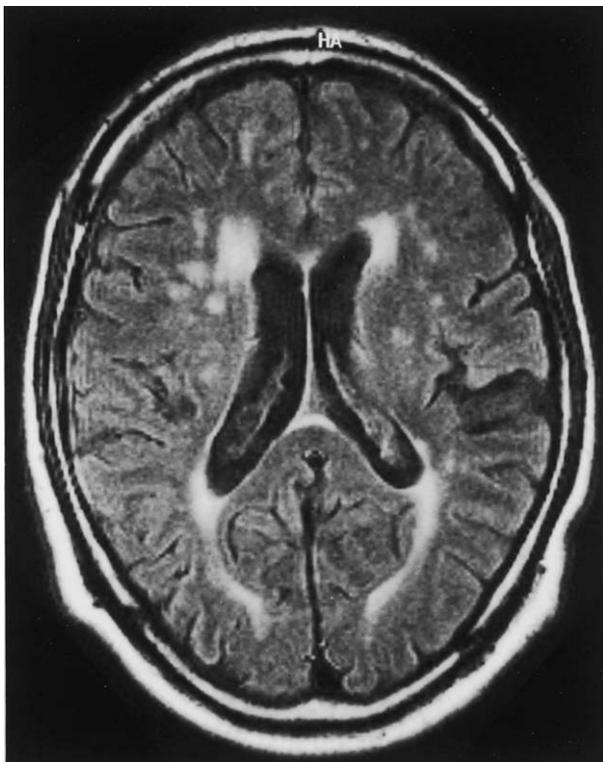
2002 年 11 月 15 日の magnetic resonance imaging (MRI)。
